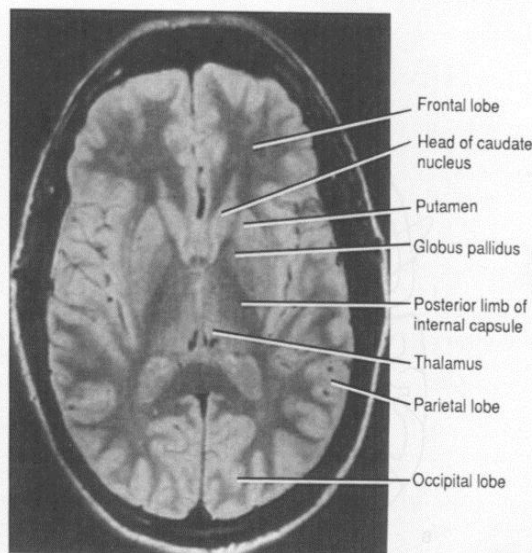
MR image of an axial section through the head at the level of the lentiform nucleus.
